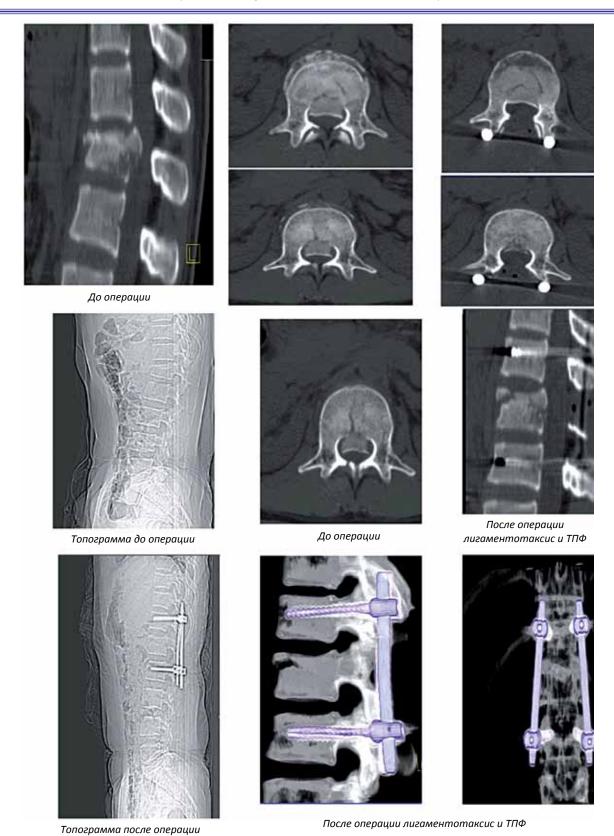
МСКТ-характеристика до и после оперативного лечения перелома v L1 (1-я гр.).
